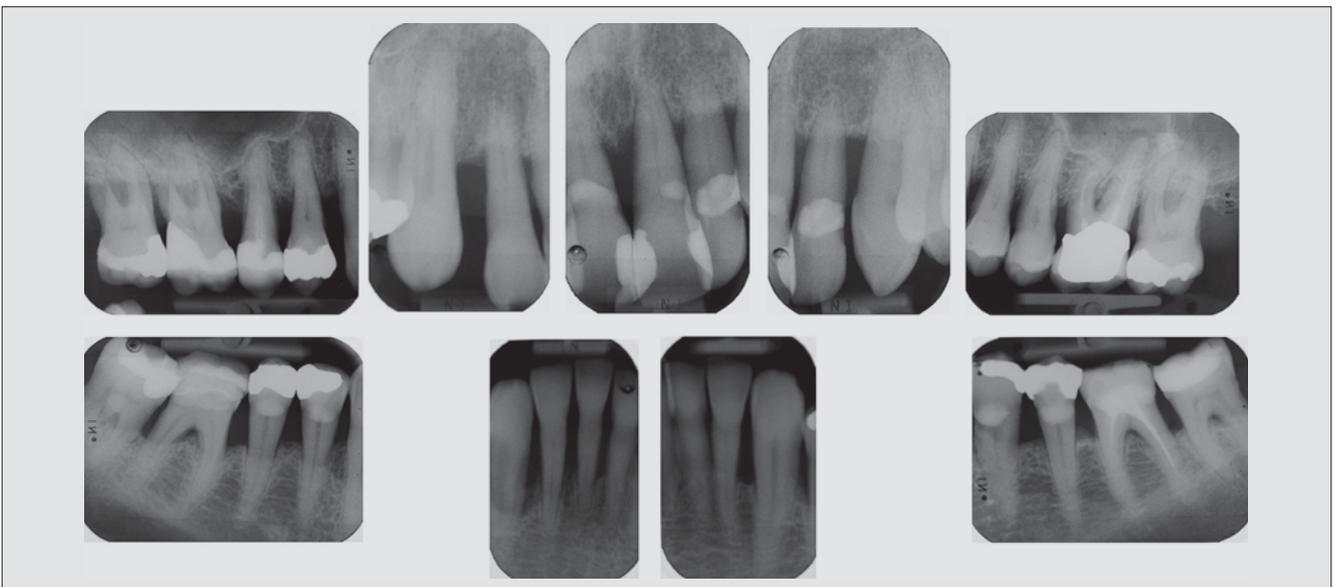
Einzelröntgenstatus
